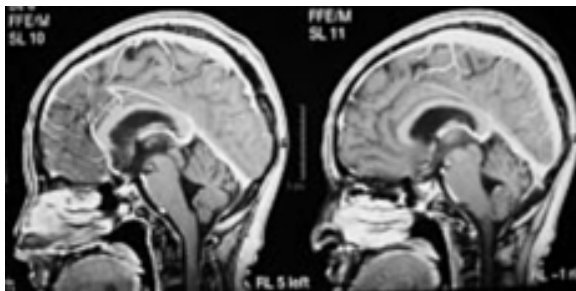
IRM postoperatoria, que muestra extirpación completa de la tumoración cerebelosa.
